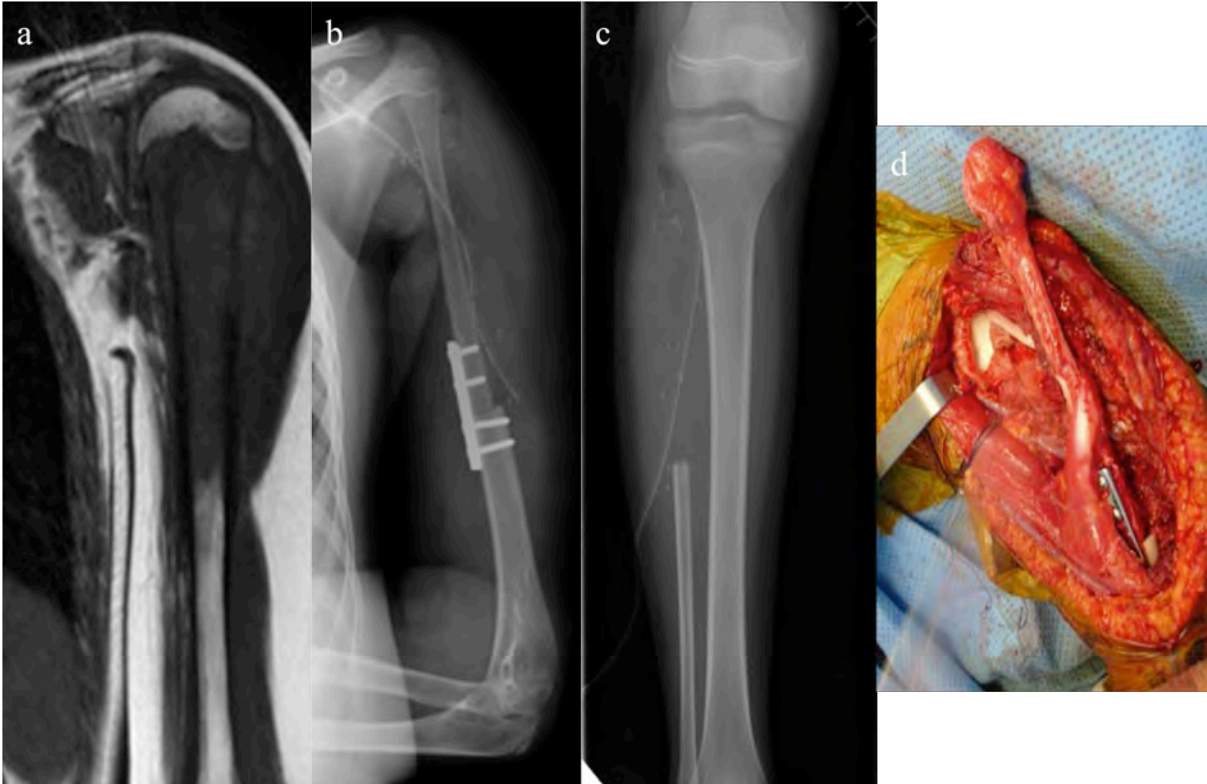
sarcome d'Ewing de l'humérus gauche, reconstruit par fibula vascularisée : IRM préopératoire (a), radiographies post-opératoires (b,c), aspect peropératoire (d).
